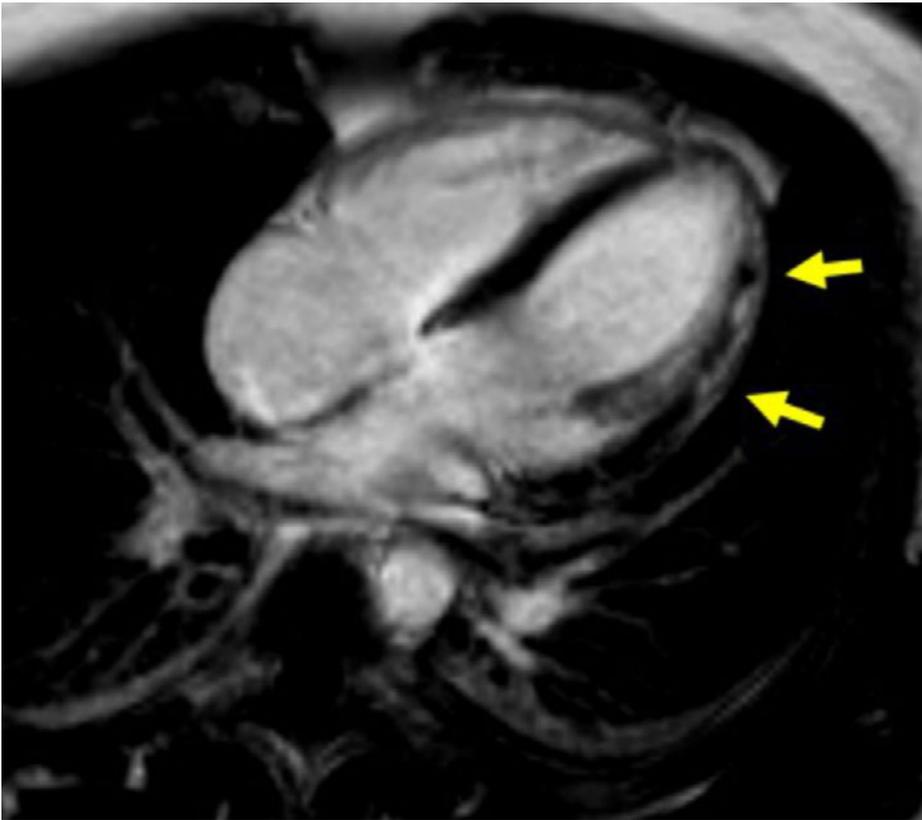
Magnetresonanztomographie-Aufnahme des Herzes im Verlauf nach drei Monaten (Vier-Kammer-Blick) mit deutlich regredientem subepikardialen «late gadolinium enhancement» des Myokards sowie postentzündlichen, multifokalen, subepikardialen Fibrosen (Pfeile) des linksventrikulären Myokards ohne Ödem.
